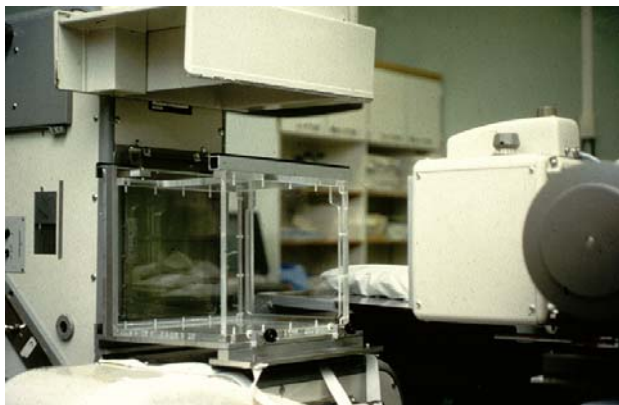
Zwei Röntgenröhren und Kalibrierungskasten
